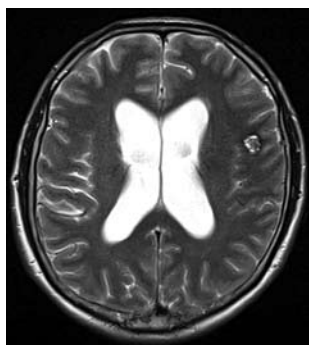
МР-томограмма головного мозга. Кавернозная мальформация левой теменной доли.
